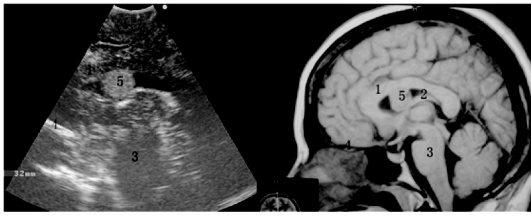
术中超声获得的标准矢状切面声像图及其与同切面的术前MRI图像比较
